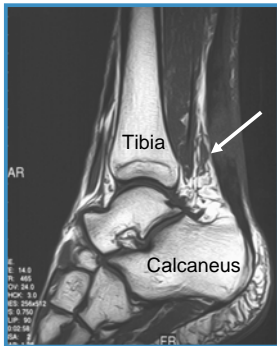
MRT Aufnahme einer subtalen Ruptur der Achillessehne unbekannter Ursache (modifiziert nach Shakeri-Nejad et al., AMT 2005).
